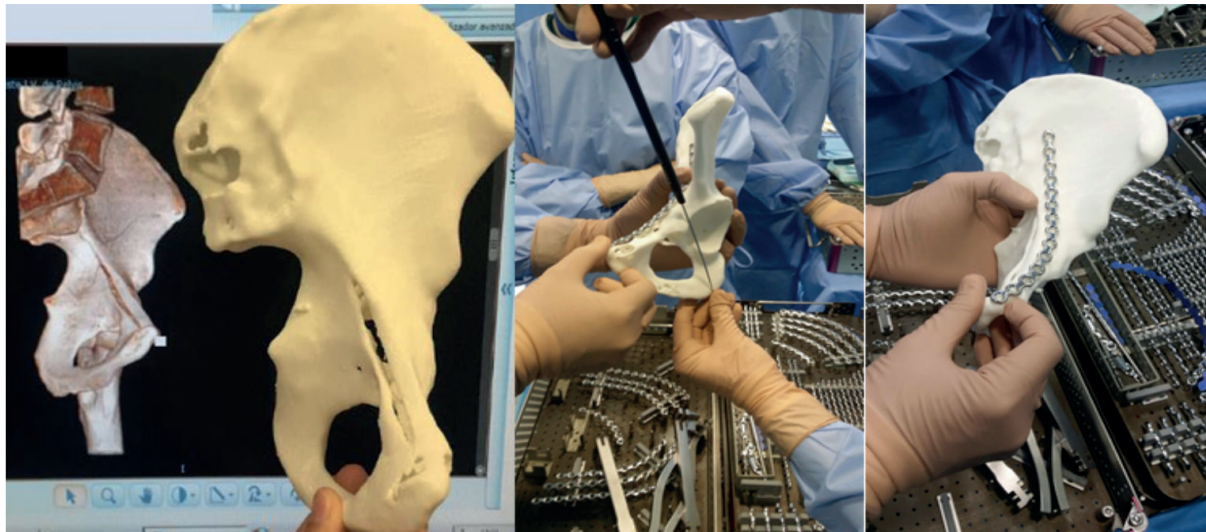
TC y biomodelo 3D. Adaptación de placas y tornillos intraoperatorio
